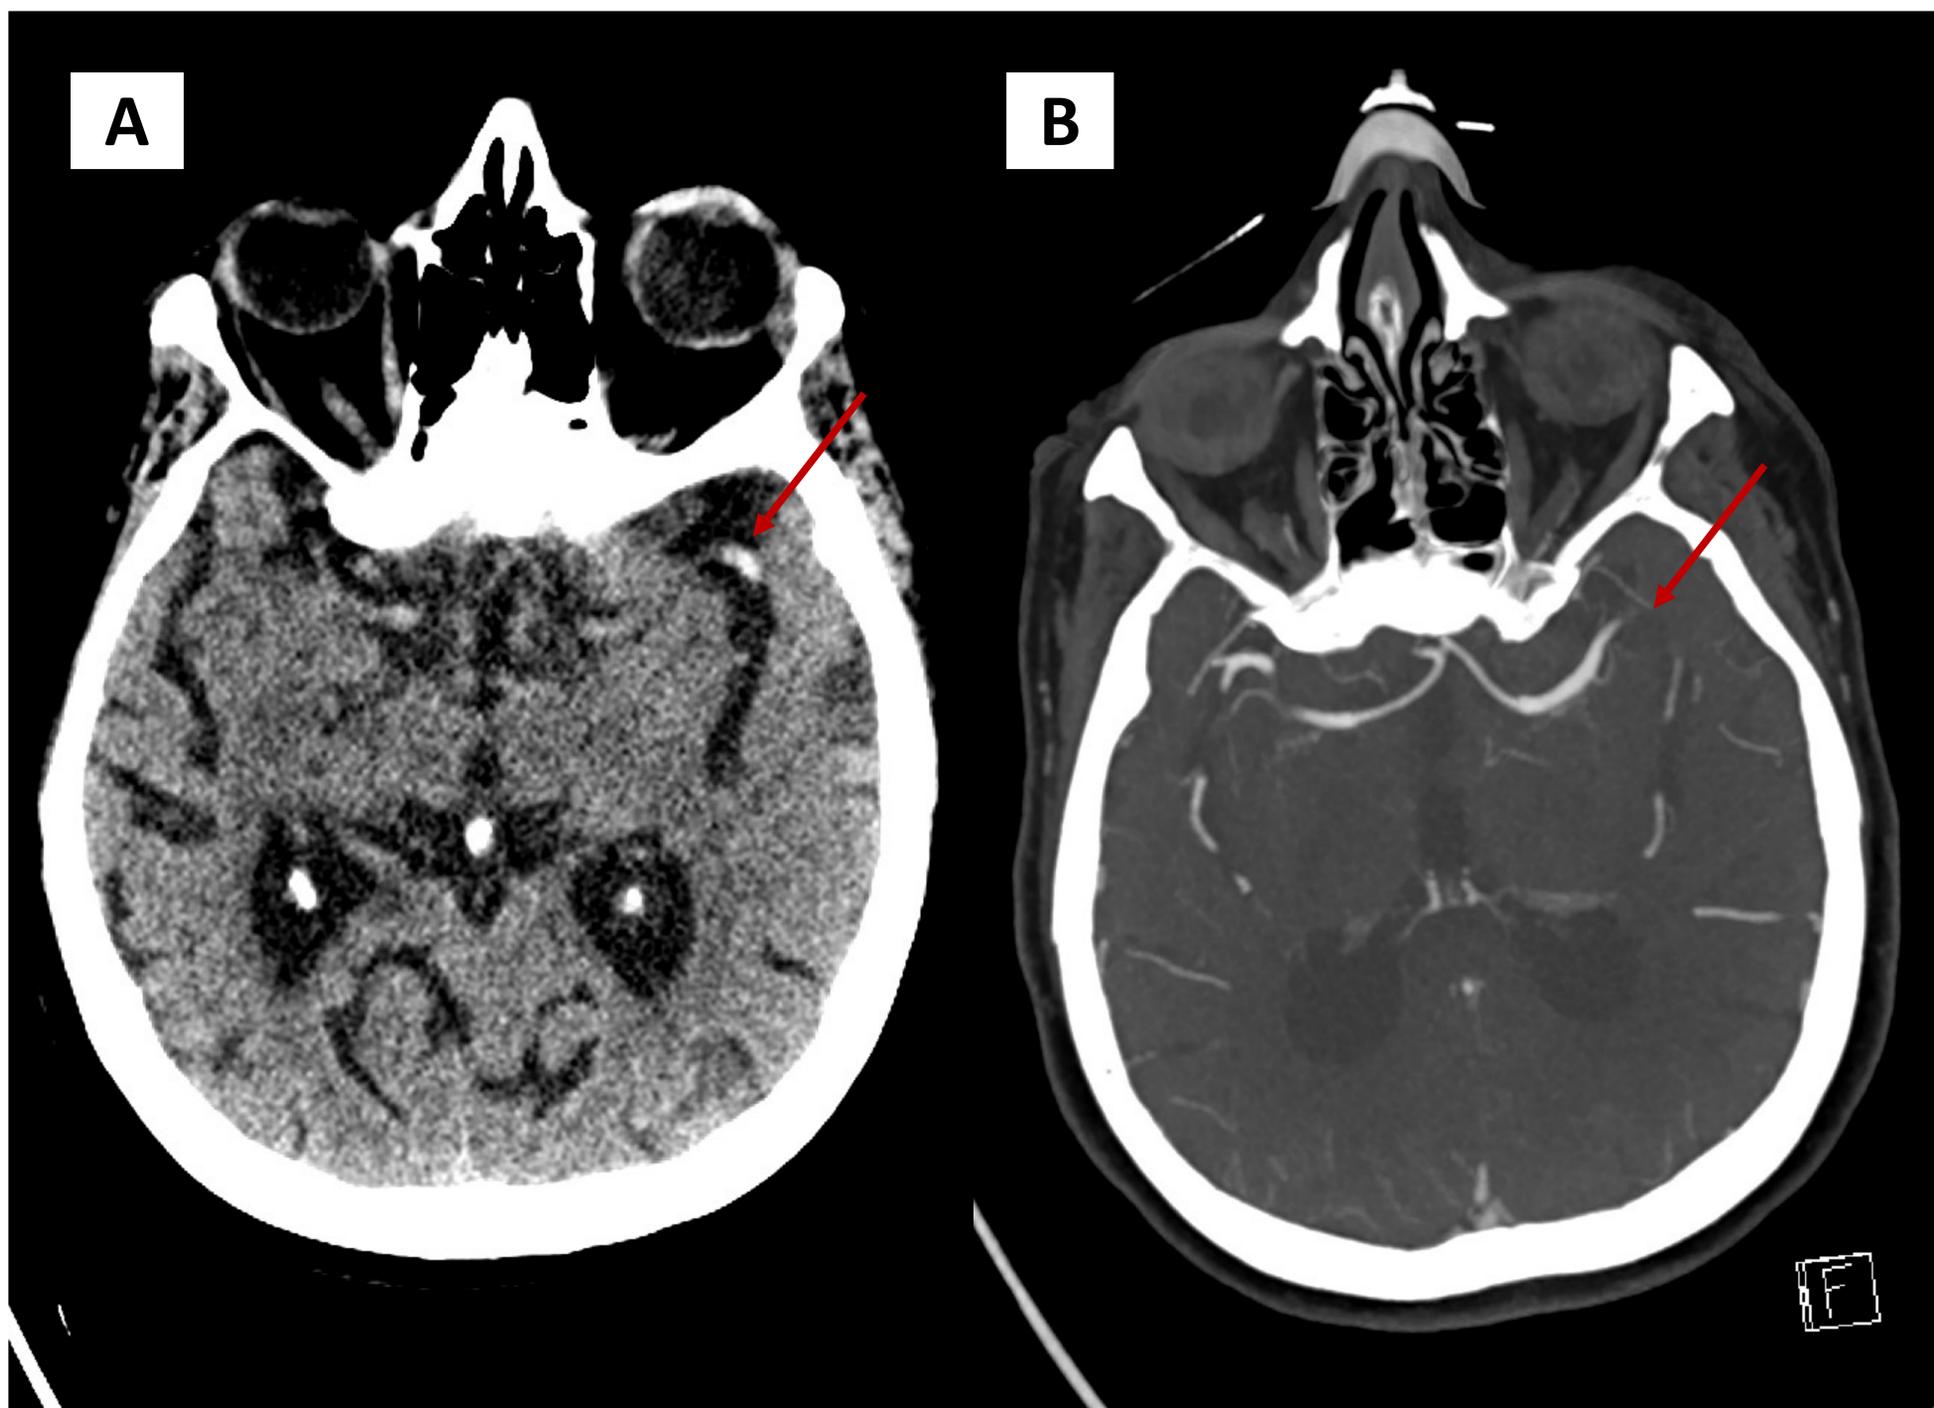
A- TC simple con hiperdensidad en el segmento M1 de la arteria cerebral media izquierda (signo de la cuerda). B- Angio-TC de arterias cerebrales con oclusión del segmento M1 prebifurcación.
